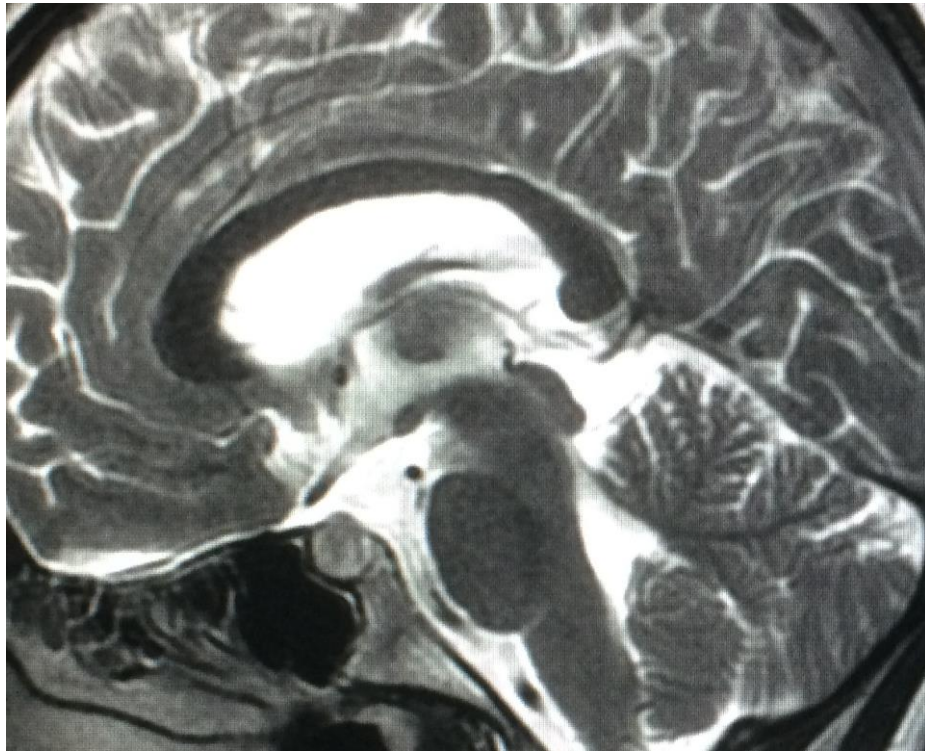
Brain MRI showing pituitary enlargement.
